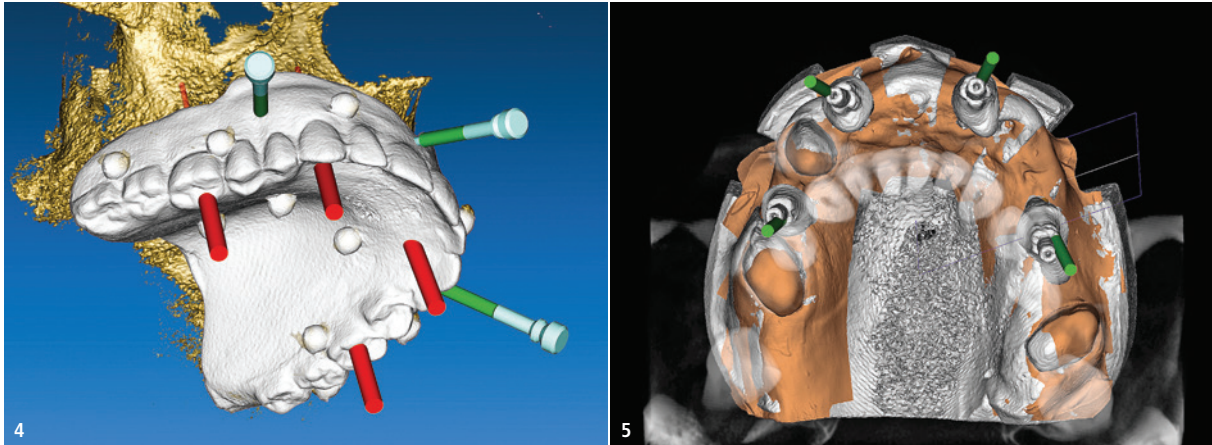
Referenzierung der virtualisierten Röntgenschablone mit der DVT des Patienten. – Abb. 5: Darstellender Vergleich der virtuell geplanten Implantat-achse (grün) zur in realiter erfolgten Implantatachse (weiß).
